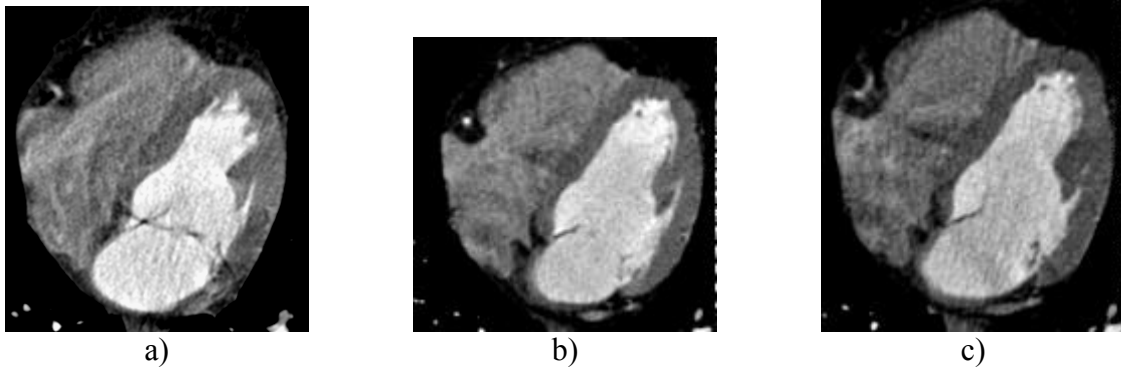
Kontrastunterstützte CT-Koronarangiographie im Vierkammerblick. Einfluß des gewählten Rekonstruktionszeitpunktes auf die Darstellung der RCA. A: 20% B: 40% C: 60%.*
